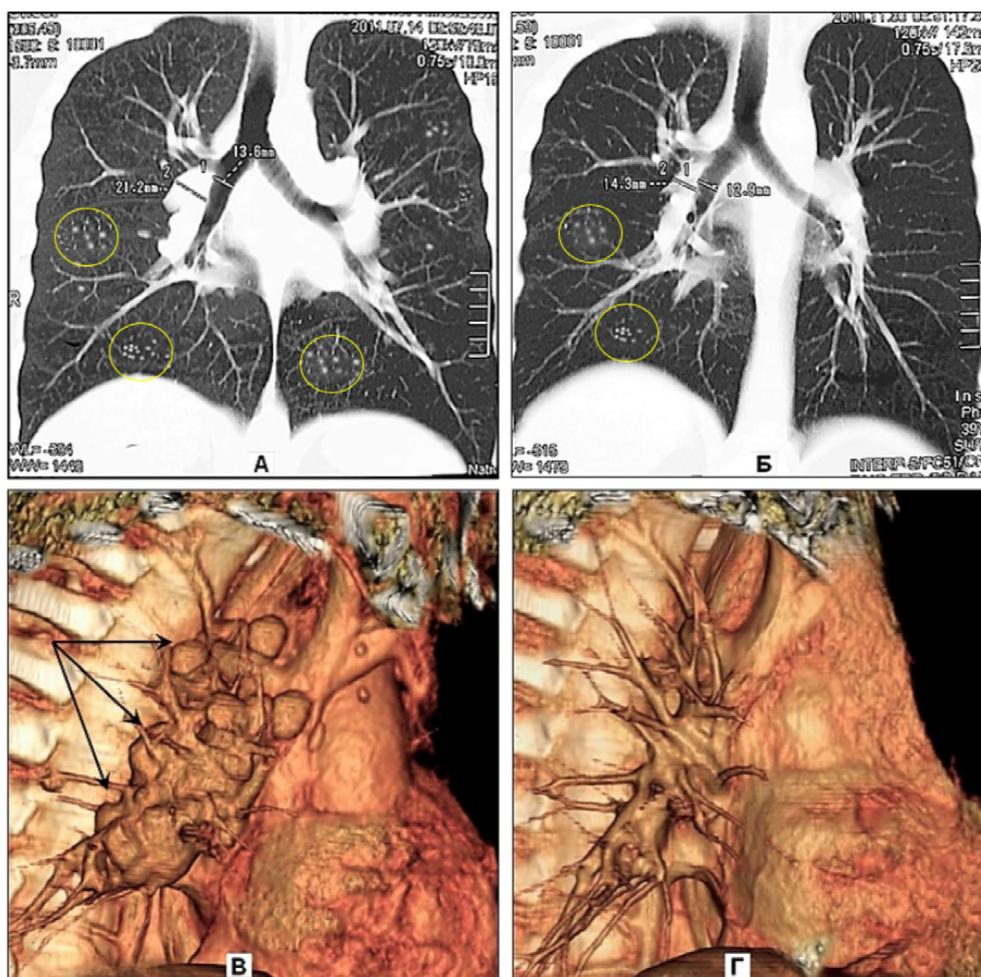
Больная У. 55 лет. Саркоидоз паренхимы легких и лимфаденопатия. МСКТ в динамике. Левый ряд (А и В) – первое исследование до лечения; правый ряд (Б и Г) – повторное исследование через 4 мес. после курса глюкокортикостероидной терапии. (А и Б) – МПР в коронарной плоскости в динамике; (В и Г) – объемный рендеринг в правой косой проекции в динамике.
